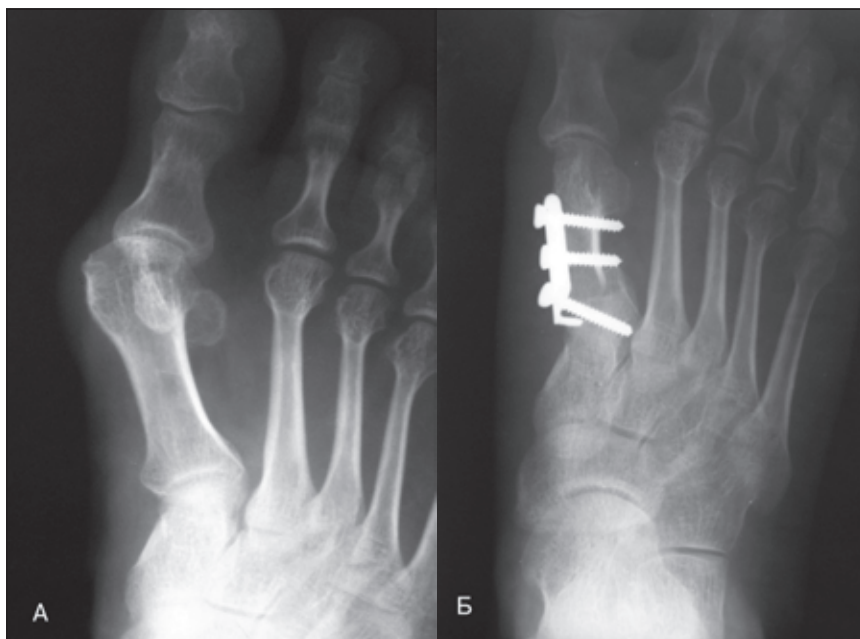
Фотокопії рентгенограм хворого С., 37 років, із hallux valgus правої стопи II ступеня: А — до операції, В — після хірургічного втручання — корегувальної резекційної остеотомії першої плеснової кістки і остеосинтезу гачкоподібною компресуючою пластиною
